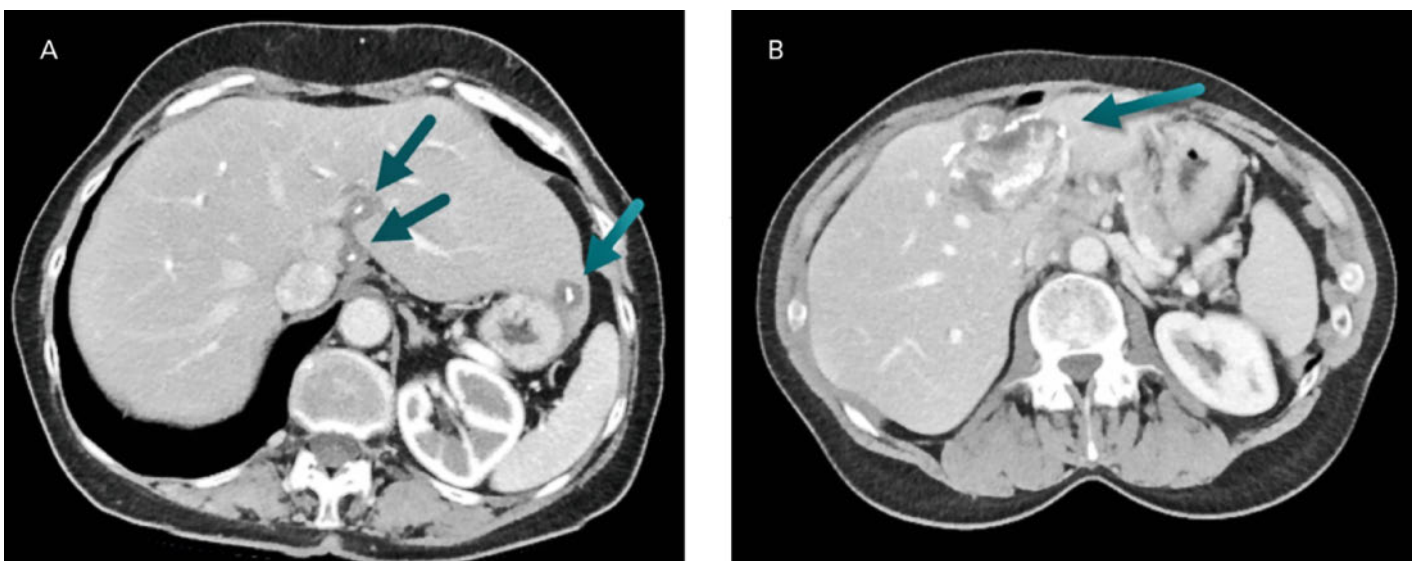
Computertomographie. A) Beispiel einer Patientin mit multiplen, zentral verkalkenden Herden (Pfeile). Hier handelte es sich um eine abortive Echinokokkose. B) Beispiel einer alveolären Echinokokkose der Leber mit zentralem, im Vergleich zu früheren Bildern grössenprogredientem, aktivem Herd sowie mit zentralen und peripheren (Pfeil) Verkalkungen.
